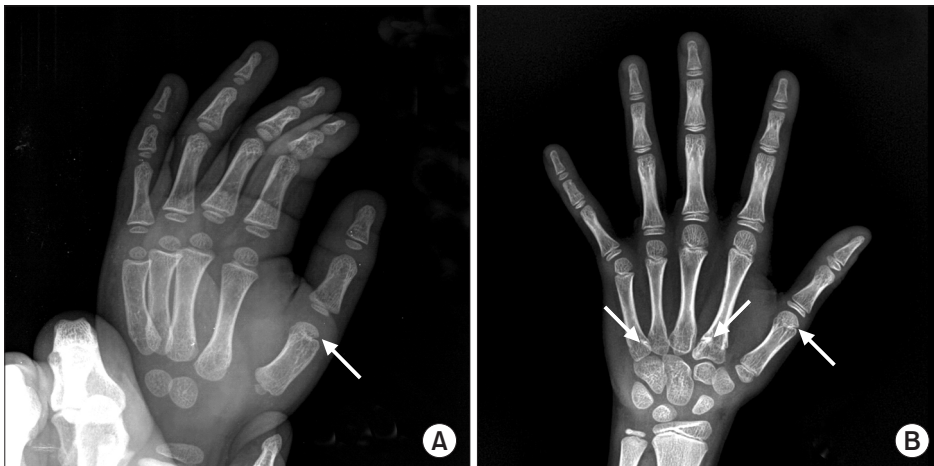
(A) Plain radiography of a 4-year-old male shows single pseudoepiphysis (arrow), as complete pseudoepiphysis of first metacarpal bone. (B) Radiography of an 11-year-old female showing multiple pseudoepiphysis (arrows) at three sites, each on the first, second, and fifth metacarpal bones. In the case, every pseudoepiphysis manifested as an incomplete pseudoepiphysis.
